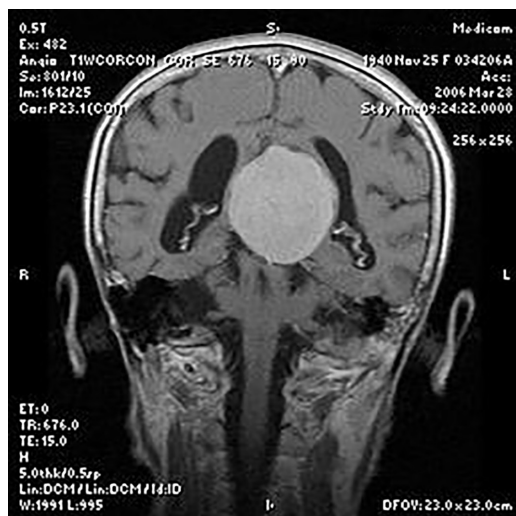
MRI of the giant falcotentorial meningioma
